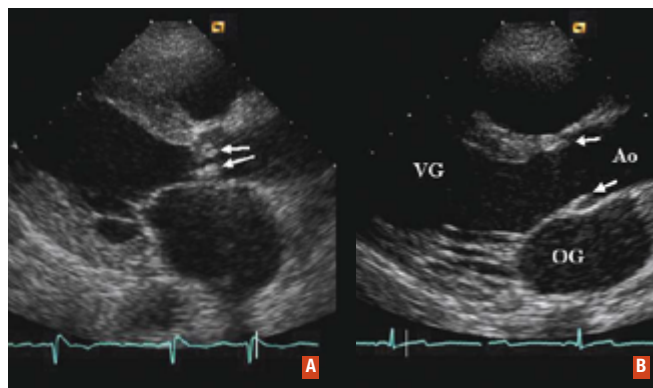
A : Épaississement et calcification des sigmoïdes aortiques (flèches) avec nette diminution de l'ouverture (échographie bidimensionnelle, vue parasternale grand axe). B : valves aortiques normales (fines et souples, ouverture complète) à titre de comparaison. VG : ventricule gauche, OG : oreillette gauche, Ao : aorte ascendante.
